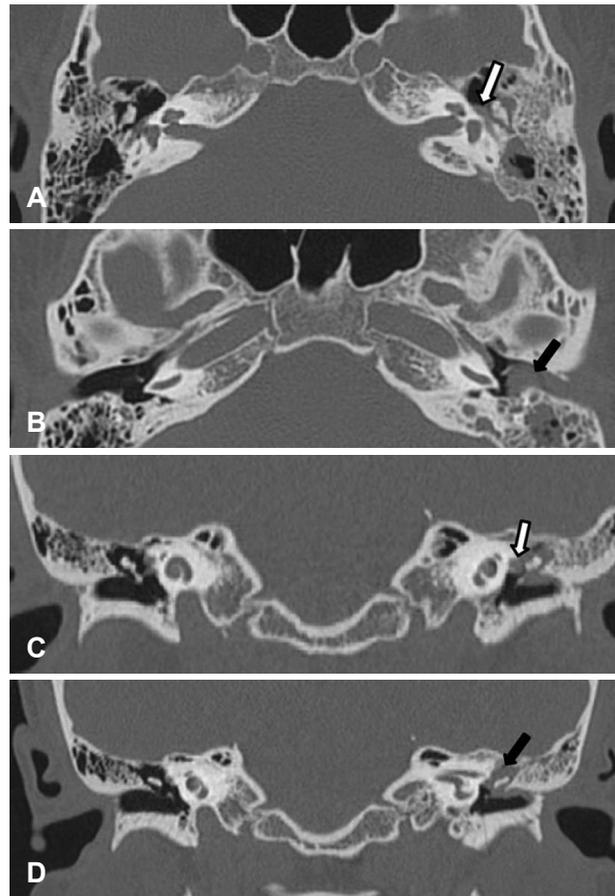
Axial (A and B) and coronal (C and D) views of temporal bone CT scan. Epitympanum and mastoid antrum are filled with soft tissue density material (black arrows). Facial canal dehiscence is suspected (white arrows).
